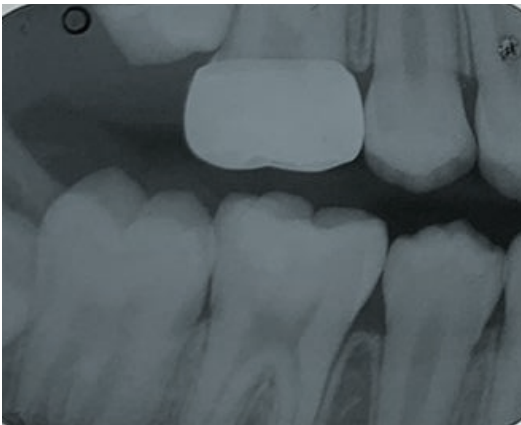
Radiografía de verificación corona acero inoxidable.
